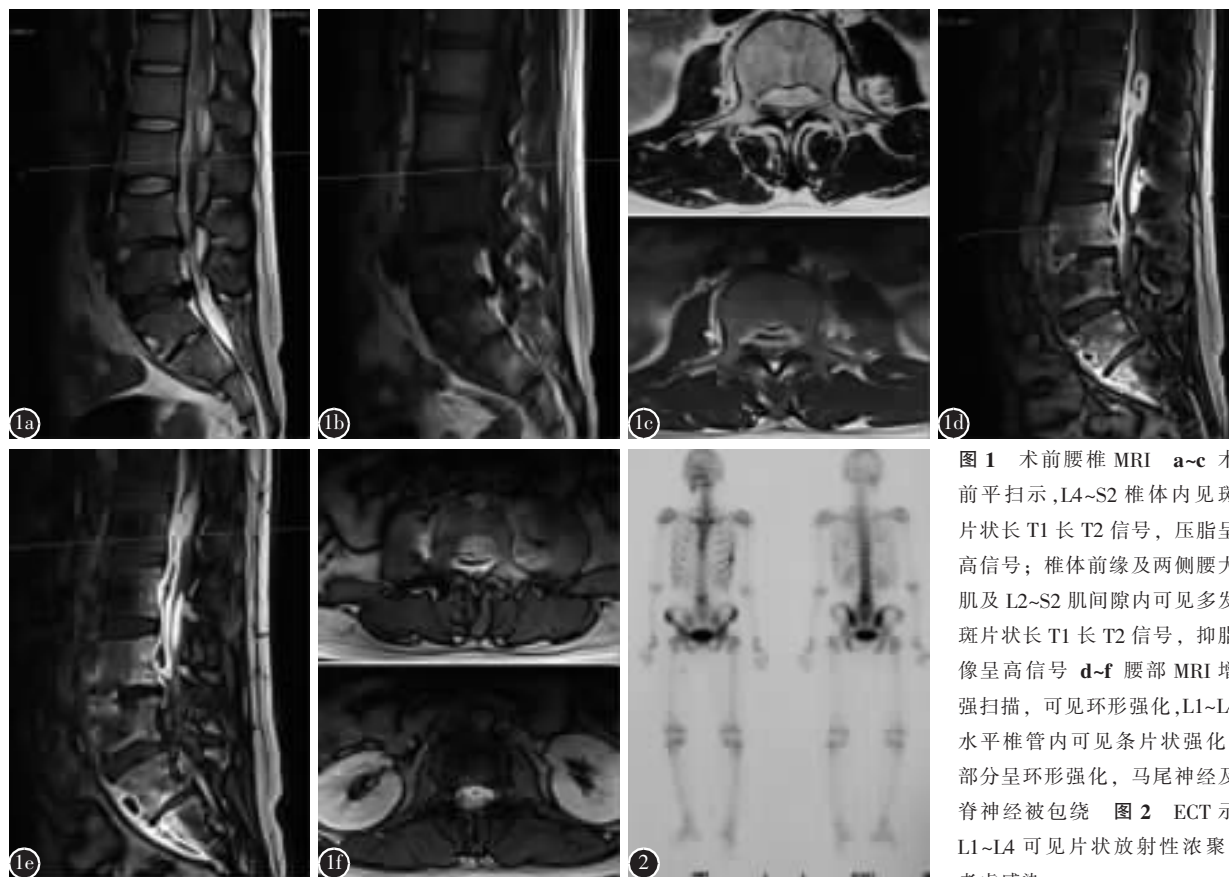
术前腰椎 MRI a~c 术前平扫示,L4~S2 椎体内见斑片状长 T1 长 T2 信号,压脂呈高信号;椎体前缘及两侧腰大肌及 L2~S2 肌间隙内可见多发斑片状长 T1 长 T2 信号,抑脂像呈高信号 d~f 腰部 MRI 增强扫描,可见环形强化,L1~L4 水平椎管内可见条片状强化,部分呈环形强化,马尾神经及脊神经被包绕 图 2 ECT 示 L1~L4 可见片状放射性浓聚,考虑感染
